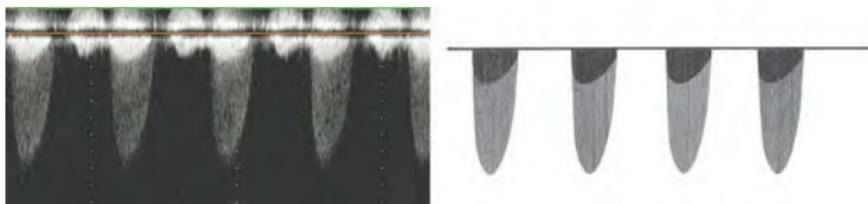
• AS im cw-Doppler.
